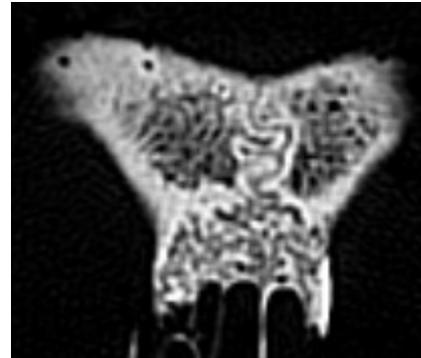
CT von Schädel Nr. 178/255. Supranasalnaht in der coronaren Ebene.
